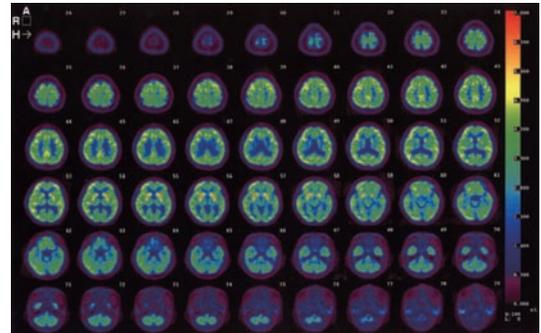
J-ADNI : MCI-baseline (FDG-PET)
